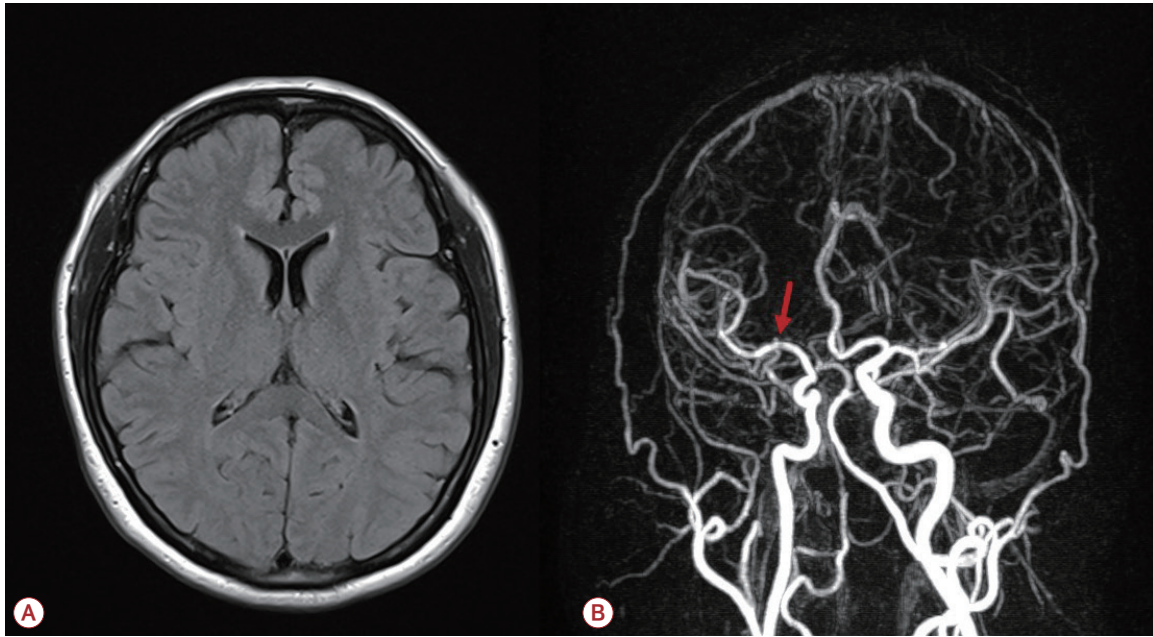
Brain magnetic resonance imaging (MRI) and magnetic resonance angiography (MRA). (A) Brain MRI reveals minimal leukoaraiosis in the bilateral cerebral white matter. (B) Brain MRA shows mild focal stenosis in the right middle cerebral artery, indicated by the red arrow.
